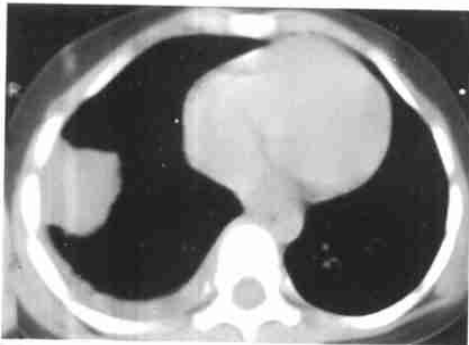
肺母细胞瘤 CT 平扫纵隔窗示病灶与肌肉相比呈不均匀之低密度肿块, 少量胸腔积液
